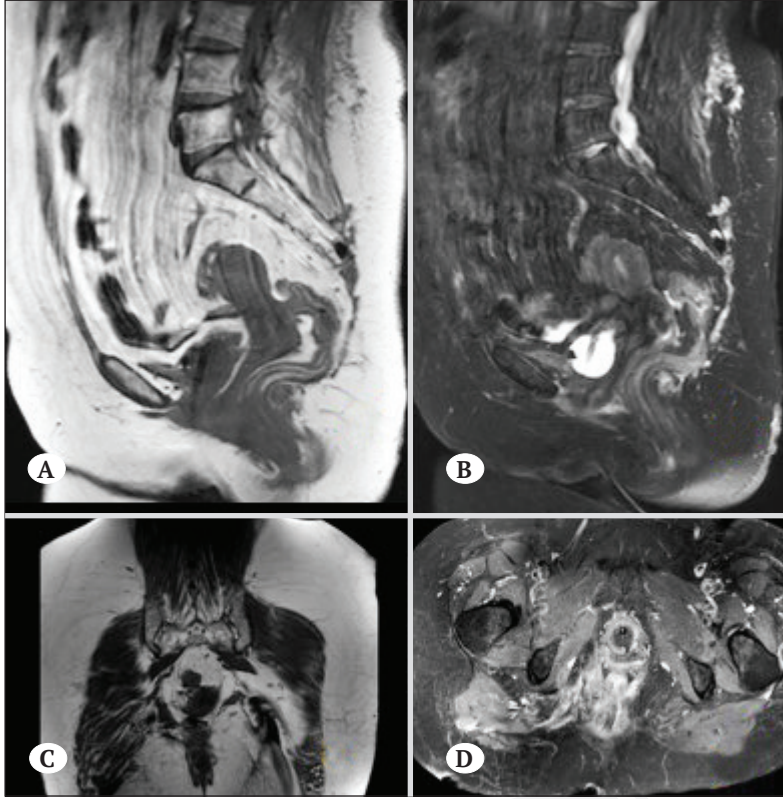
A-F) Sagittal, aksiyel ve koronal manyetik rezonans incelemede farklı kesitlerde S4 seviyesinden başlayıp anteriora ve posteriora uzanımı olan kordoma görünümü izlenmektedir.
